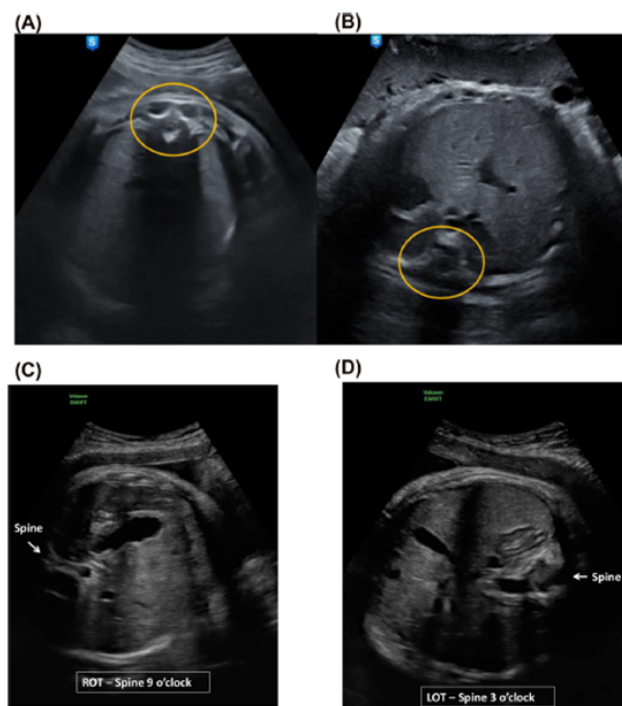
Ecografía transabdominal para identificar la variedad de posición con la columna de referencia. Imagen en el plano transversal para la localización de la columna vertebral fetal. (A) anterior; (B) posterior; (C) occiputo transversa derecha; (D) occiputo transversa izquierda. Tomado de: Rizzo G y cols (8)
